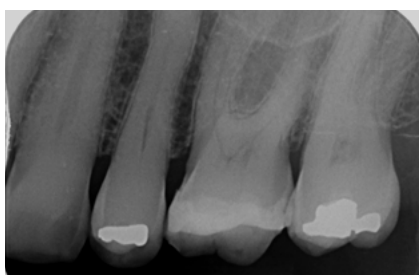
Radiografia periapicală.
